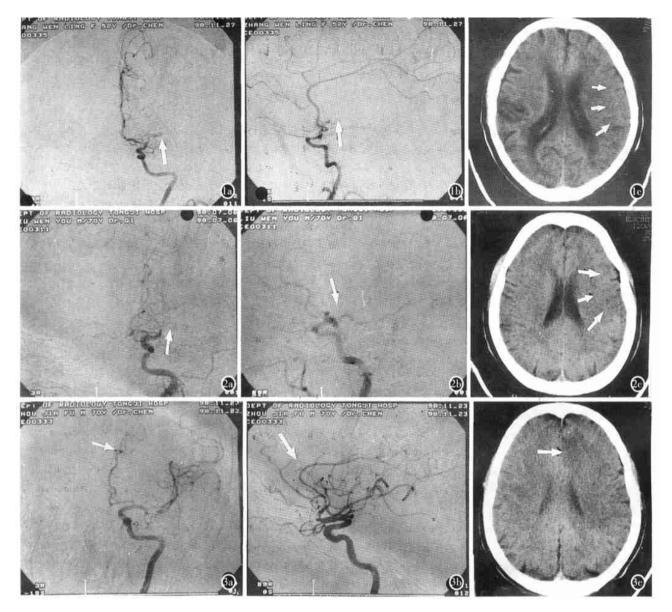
女,52岁,右侧肢体偏瘫 4h, DSA 显示左侧大脑中动脉水平段起始部闭塞(a、b); CT 平扫仅见相应供血区域内局部脑肿胀,脑沟脑池消失(c)。 图 2 男,70岁,右侧肢体偏瘫 5h, DSA 显示左侧大脑中动脉水平段起始部闭塞(a、b), CT 平扫 未见相应供血区域内低密度梗塞灶(c)。 图 3 男,70岁,失语伴右侧肢体偏瘫 6h, DSA 显示左侧大脑前动脉胼缘支闭塞(a、b); CT 平扫见相应供血区域内低密度梗塞灶(c)。 CT 和 DSA 检查结果基本相符。
